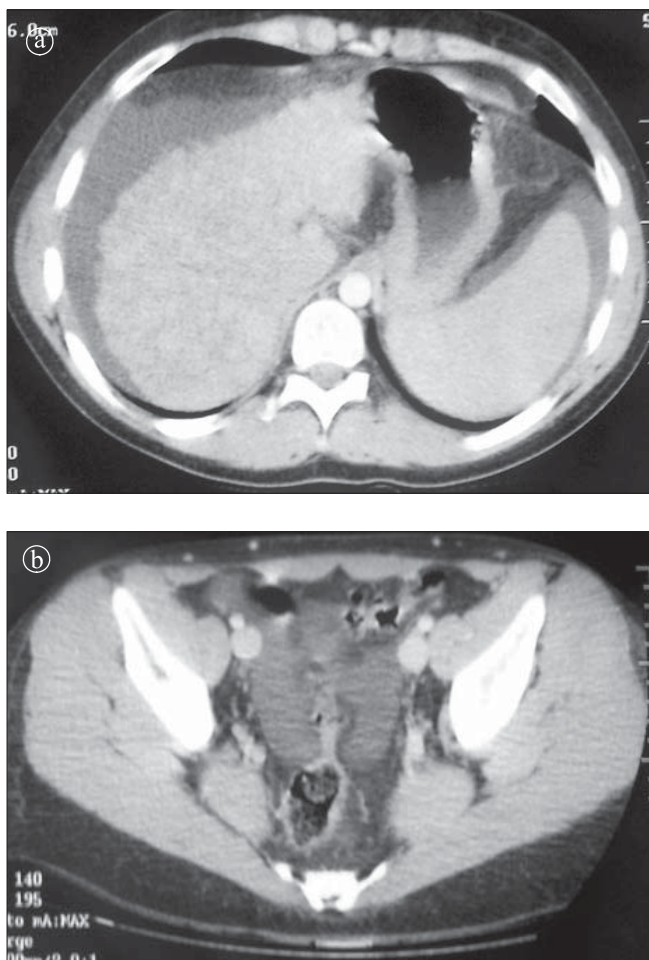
Lichid de ascită. a) perihepatic, perisplenic b) la nivelul pelvisului. Secțiuni axiale CT.
